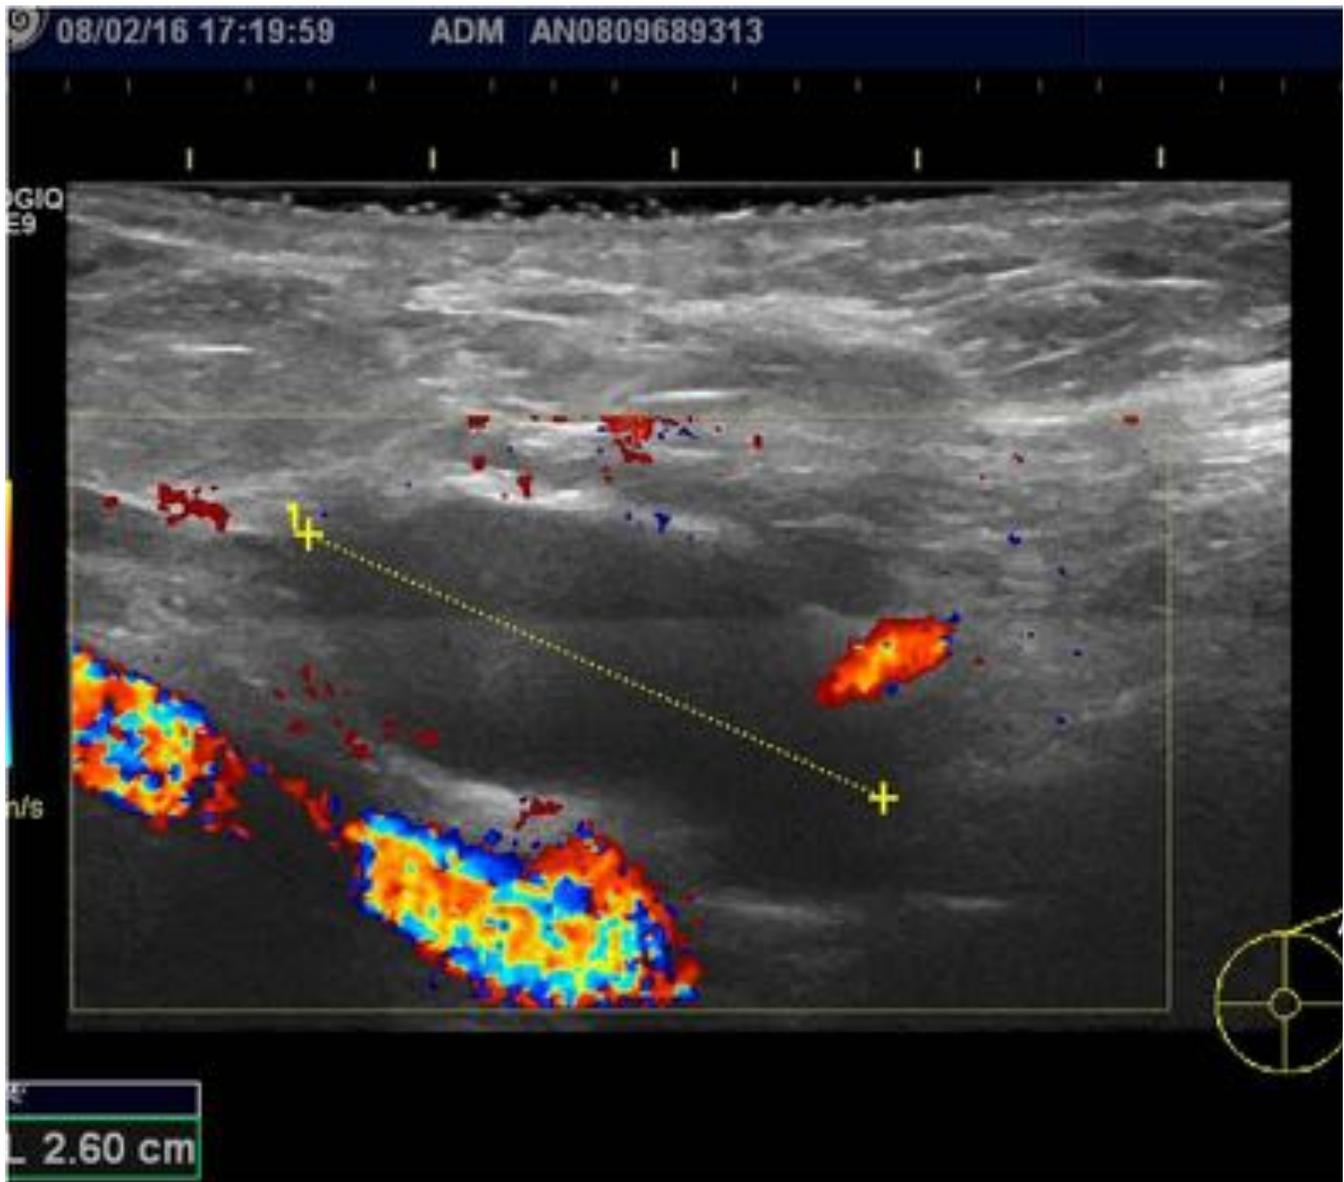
Exploración doppler-color para valorar la vascularización de la adenopatía sospechosa y planificar la biopsia evitando los vasos
